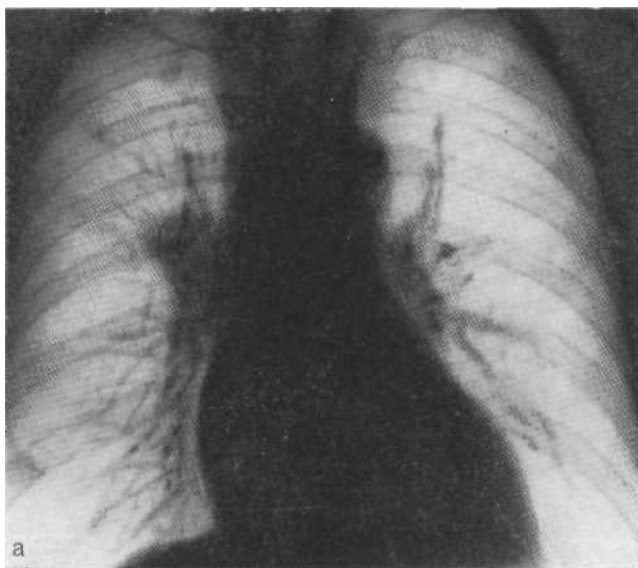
Обзорная рентгенограмма (а), томограмма в боковой проекции (б) и бронхограмма (в). Центральный узловатый рак II сегментарного бронха справа. На обзорной рентгенограмме и боковой томограмме виден опухолевый узел. На бронхограмме определяется ампутация II сегментарного бронха. Операция.
